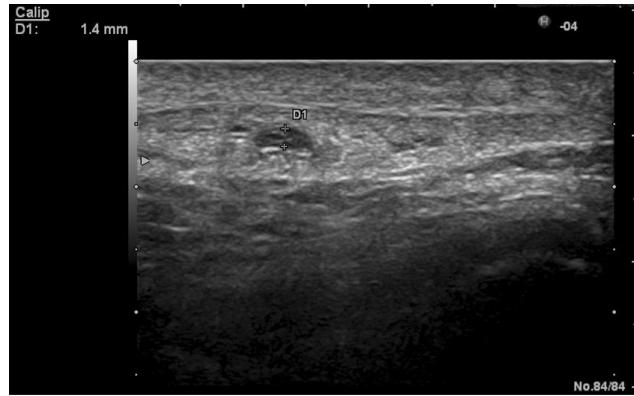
Ecografia do tendão rotuliano com uma região hipocóide (D1). (a partir de Fredberg et al, 2008) (25)
